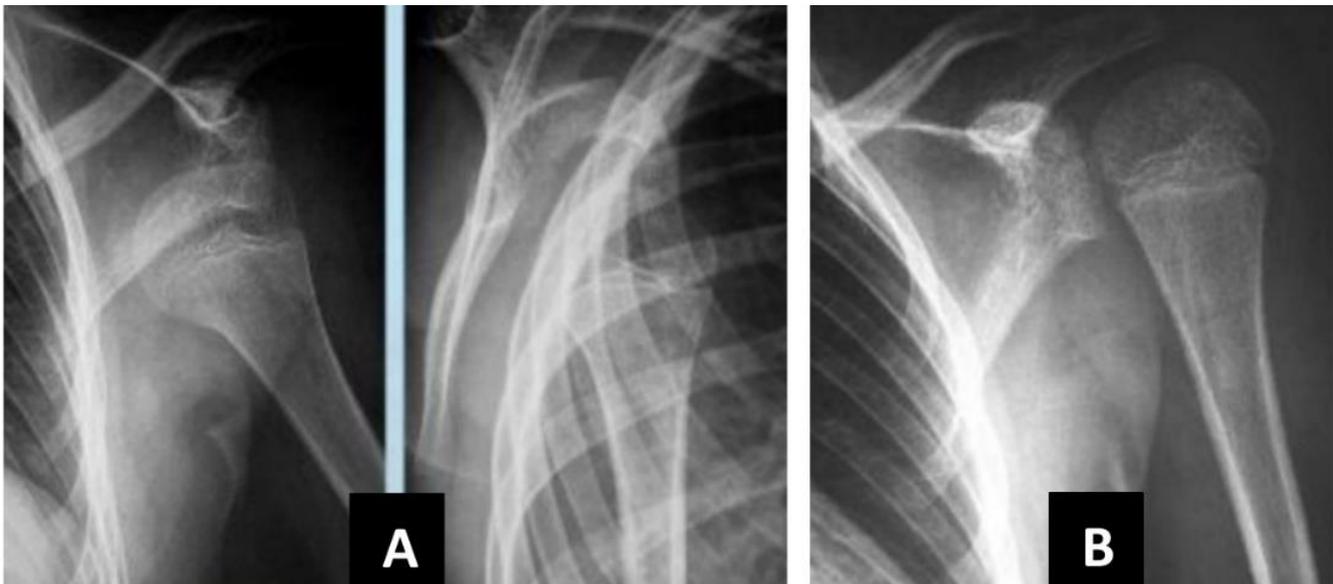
A – Radiographies de l’épaule gauche face et profil transthoracique objectivant une luxation gléno–humérale gauche. / B – Radiographie de face après réduction de la luxation. [1]
